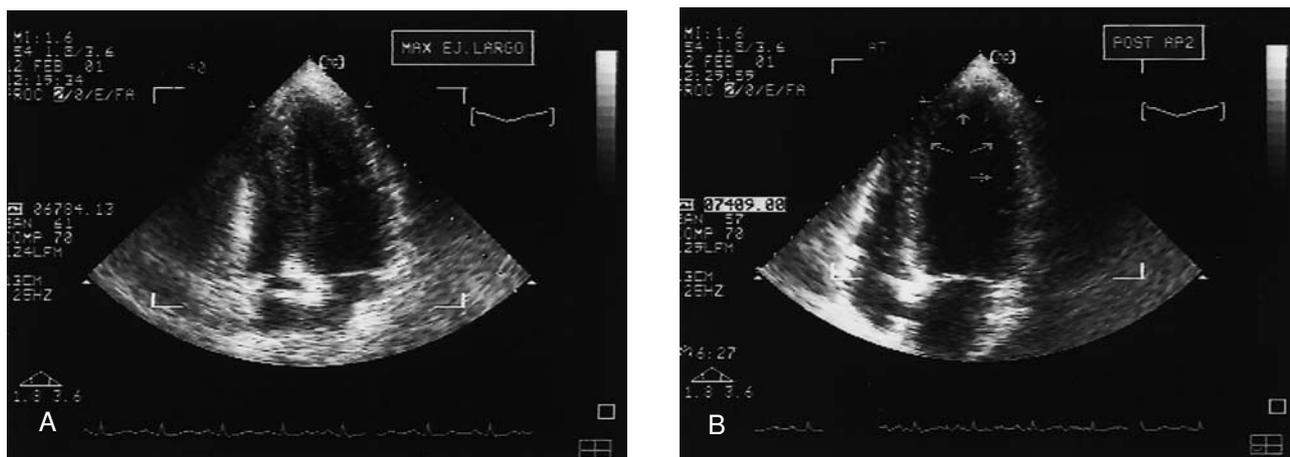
A: Ecocardiograma tras la infusión de dobutamina-atropina, en el que no aparecen anomalías ventriculares. B: Ecocardiograma tras la infusión de propranolol en el que se aprecia un adelgazamiento del septo-latero-inferoapical.
